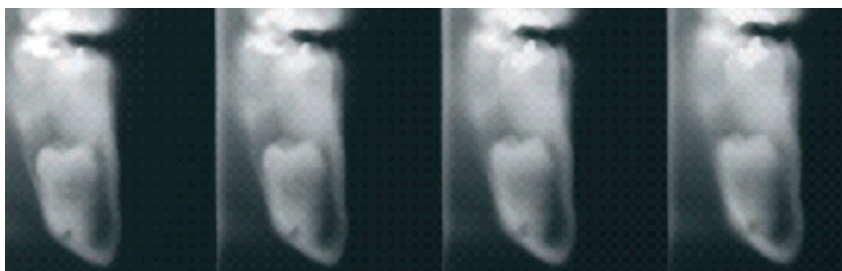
Зображення, отримані методом трансстомографії (лінійної томографії)
